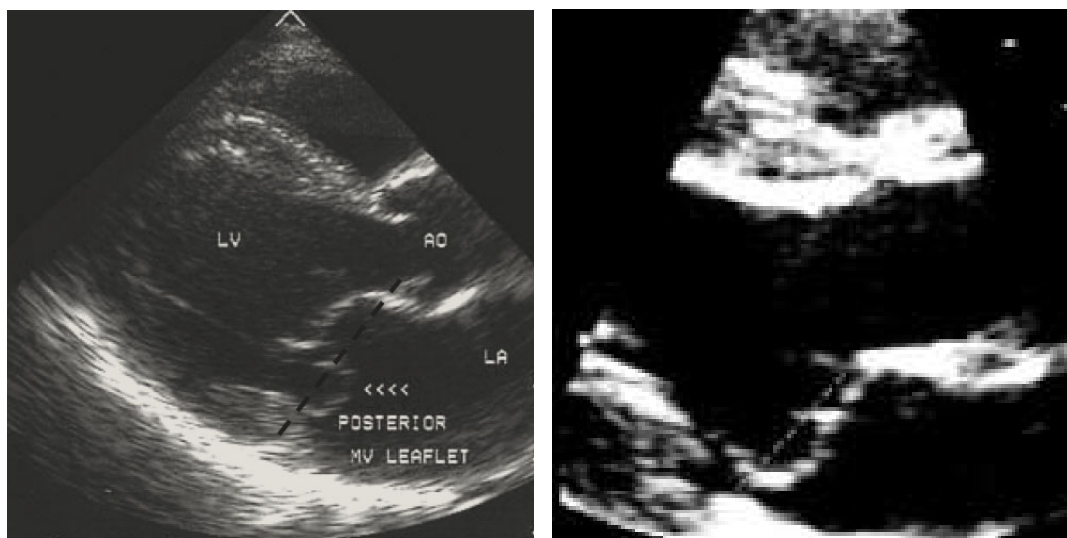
Sezione ecocardiografica parasternale asse lungo: prolasso > 2 mm oltre l'anello valvolare della sola cuspidi posteriore (sinistra) e di entrambe le cuspidi (destra)
